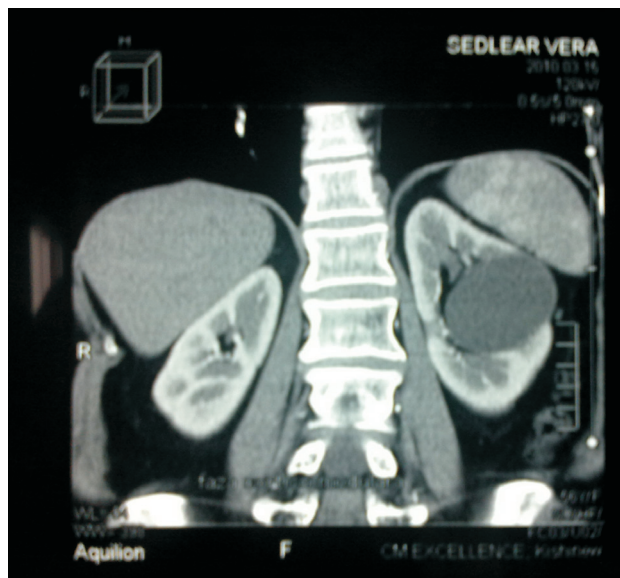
Tomografie computerizată. Chist renal pe stânga
